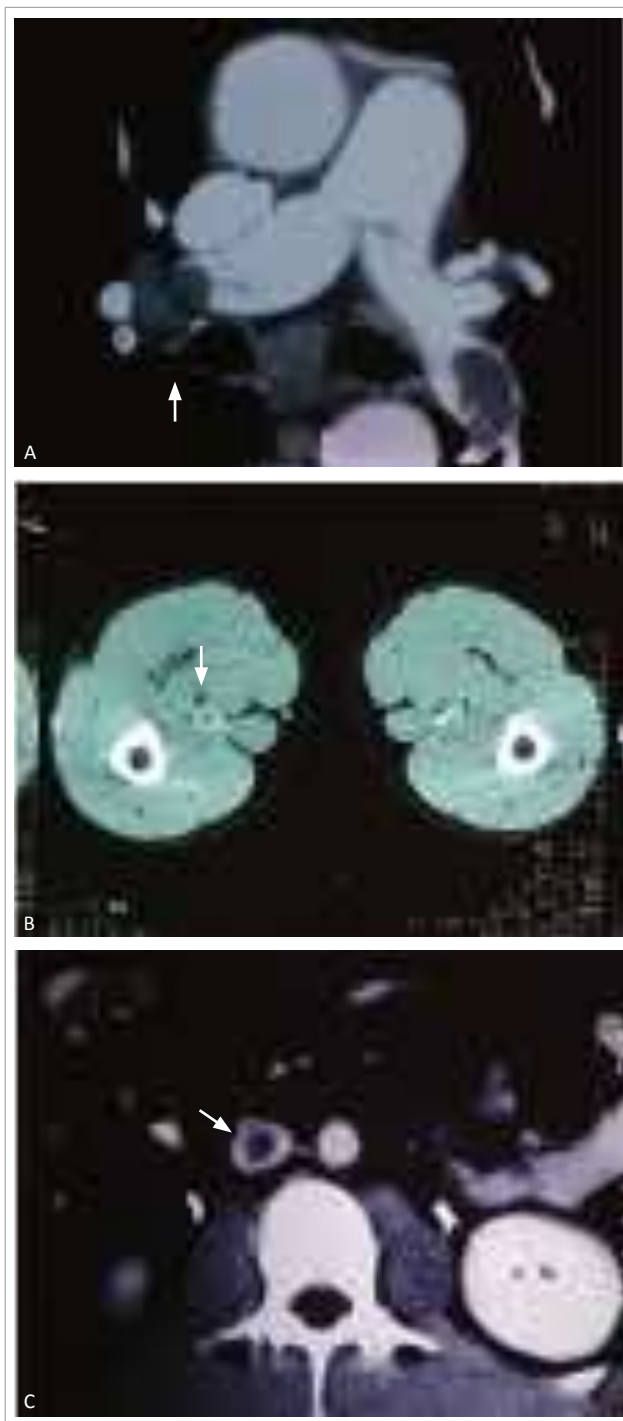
Tomografia helicoidal. (A) Trombos em ambas as artérias pulmonares. (B) Veia femoral esquerda. (C) Veia cava inferior (setas) detectadas no mesmo exame.
